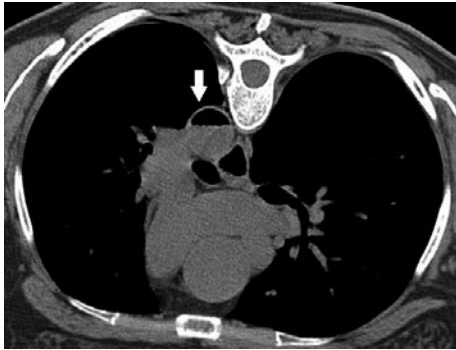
症例2. マーキング後の胸部CT (腹臥位) で下行大動脈内に空気像を認める (矢印).
